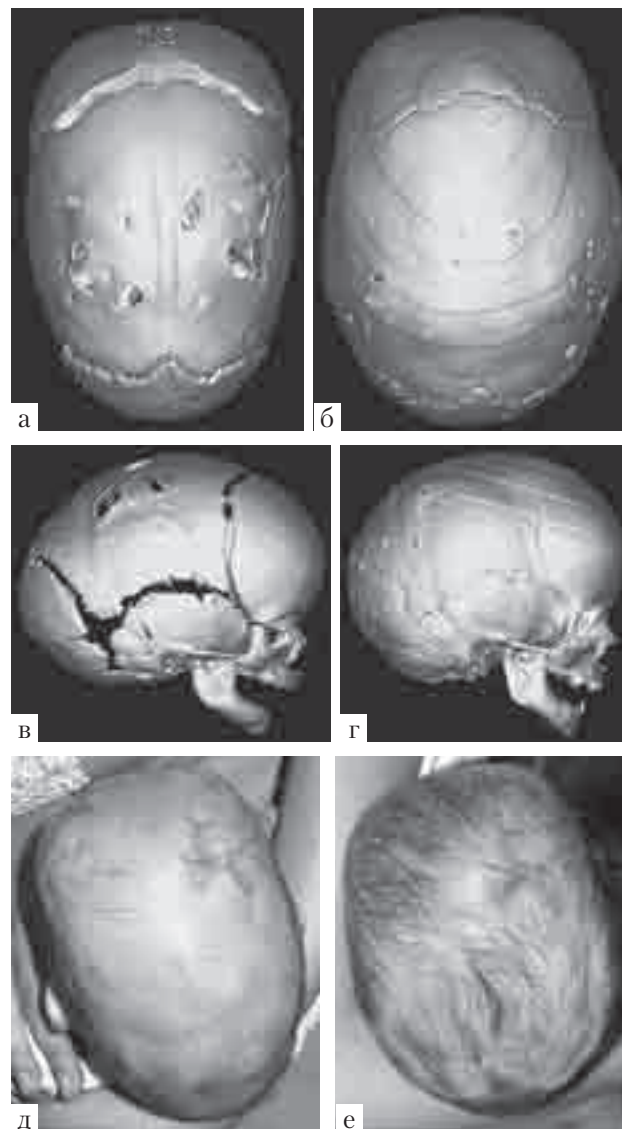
Иллюстрации к клиническому наблюдению № 1, ♀ К-ва, DS: кожно-мраморная венозная мальформация, скафоцефалия, сагиттальный синостоз: а, в — 3D-КТ черепа до лечения краниальным ортезом; б, г — 3D-КТ черепа той же пациентки в возрасте 1 года, после лечения краниальным ортезом; д — внешний вид головы ребенка до лечения; е — после окончания использования шлема
